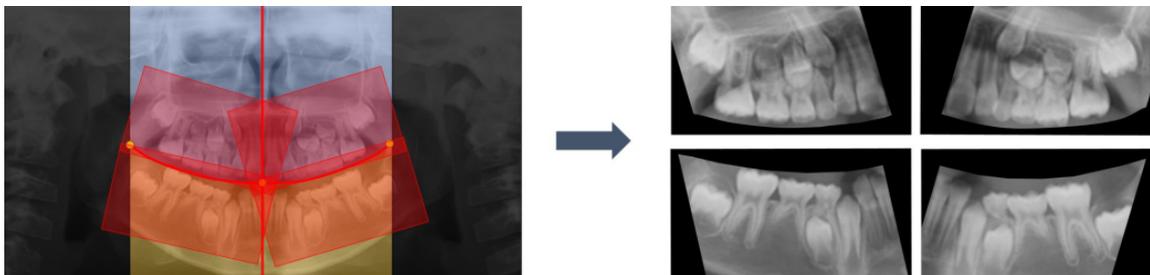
Radiographie panoramique séparée en quatre quadrants par le logiciel d'IA (Eunjin K, 2024)
